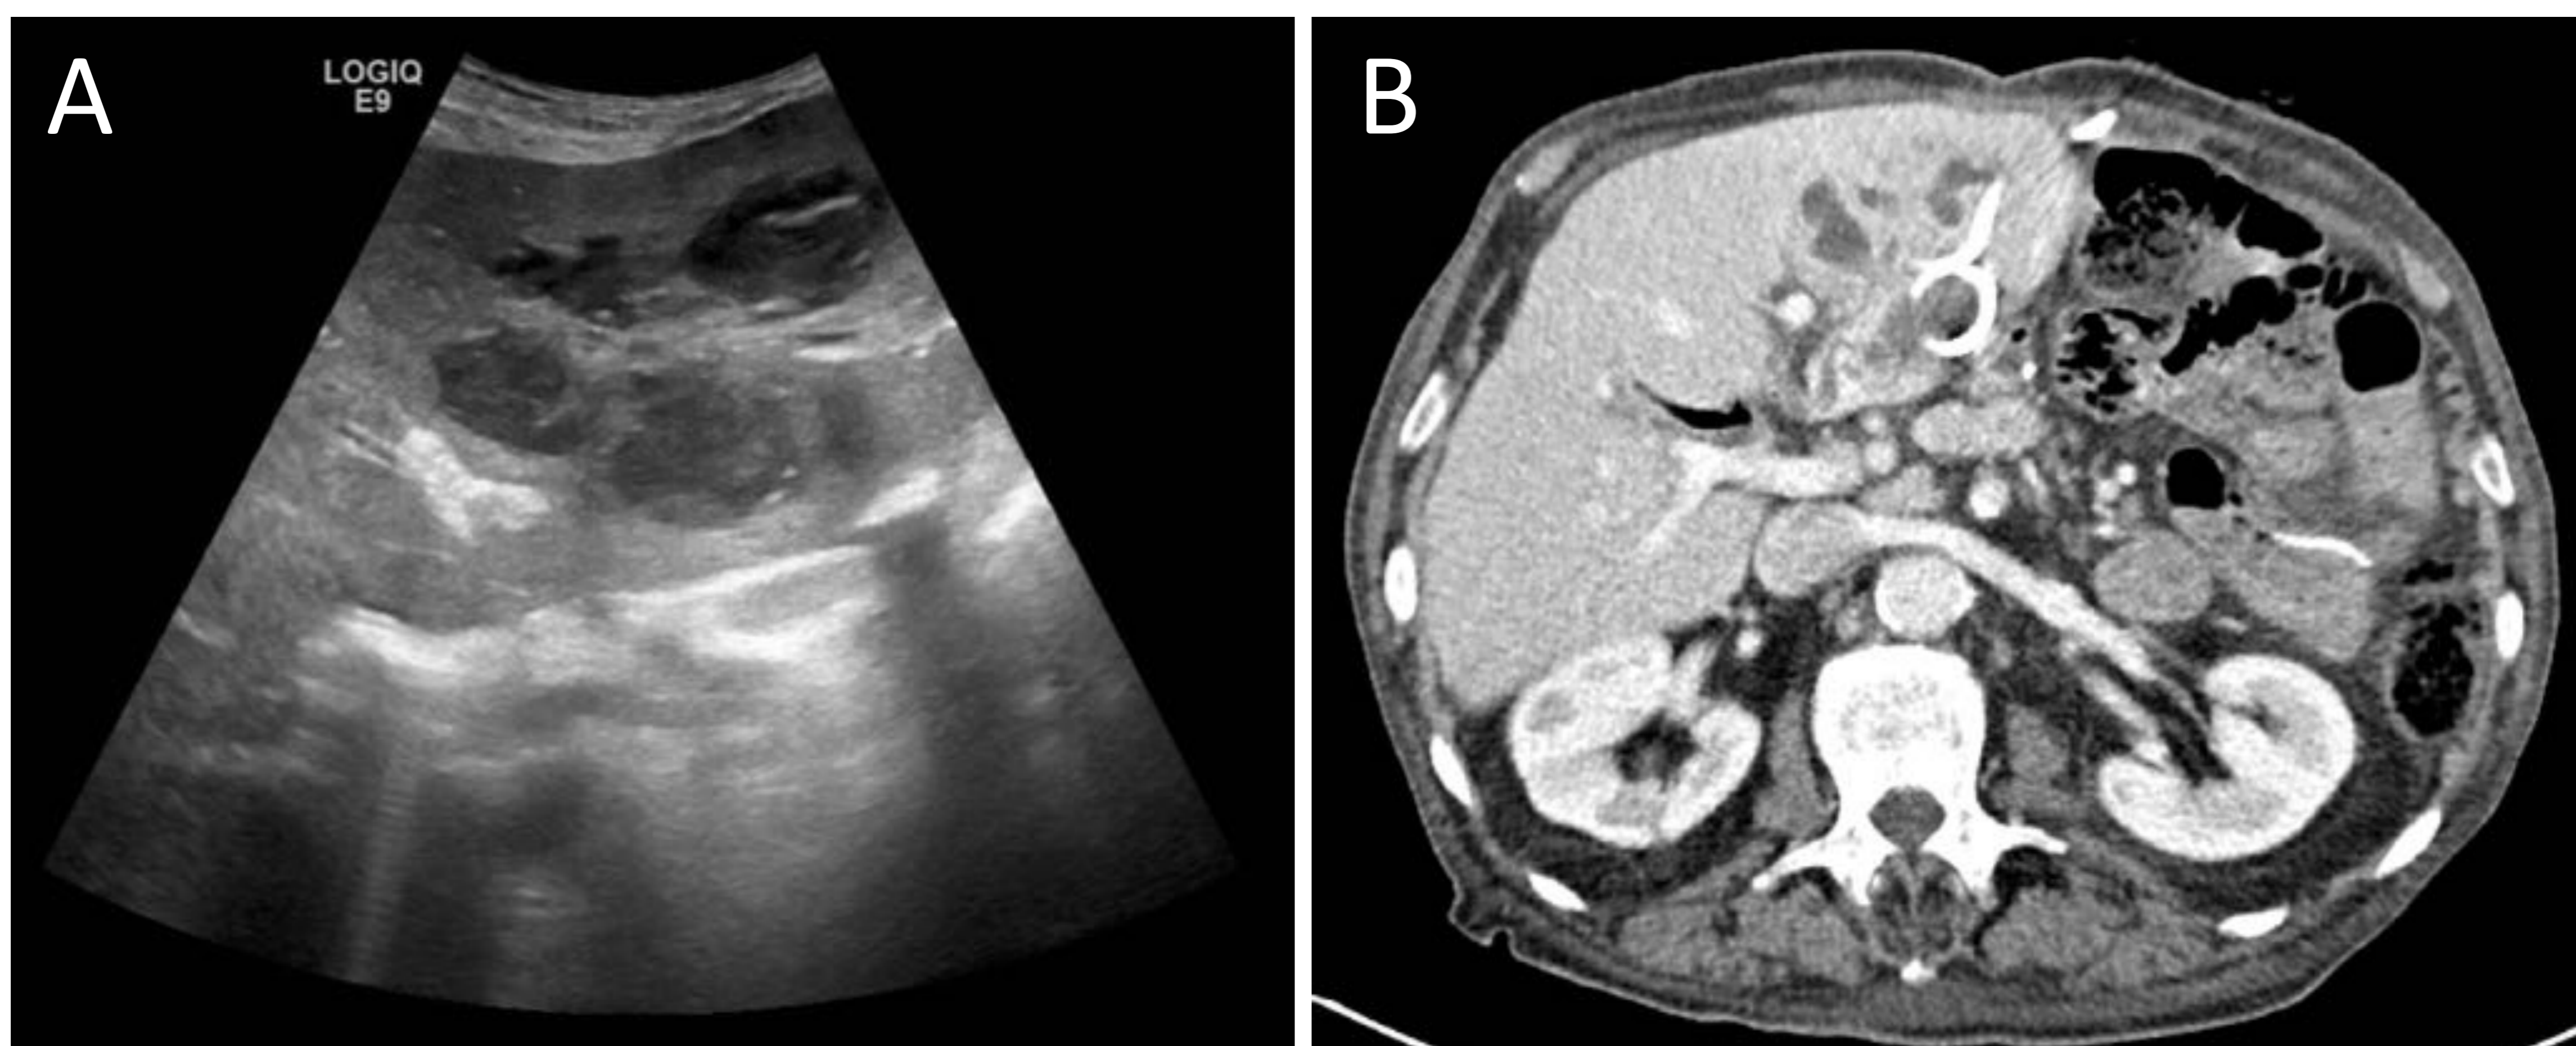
Absceso hepático: se objetivan varias colecciones hipoeoicas con ecos móviles en su interior, confluentes entre sí (imagen A). En TC con CIV en fase portal del mismo paciente se identifican varias colecciones hipodensas encapsuladas, con realce mural y alteraciones perfusionales en parénquima hepático adyacente, compatible con absceso; catéter de drenaje en el lecho de la colección (imagen B).
